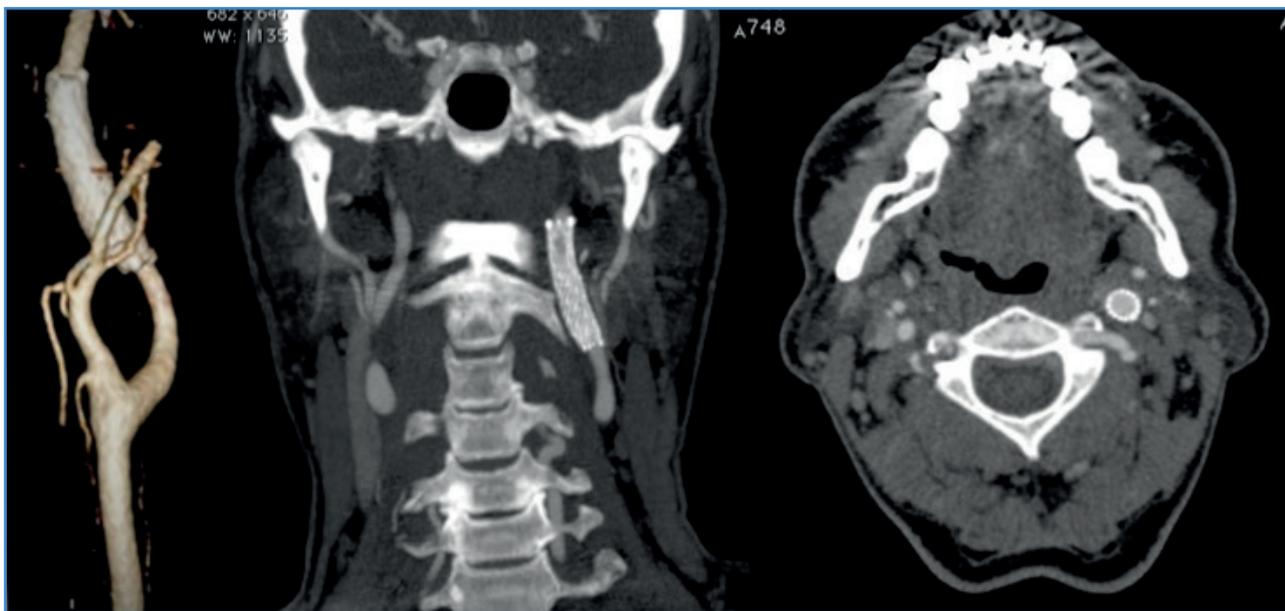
Angio-TAC posterior al tratamiento.
